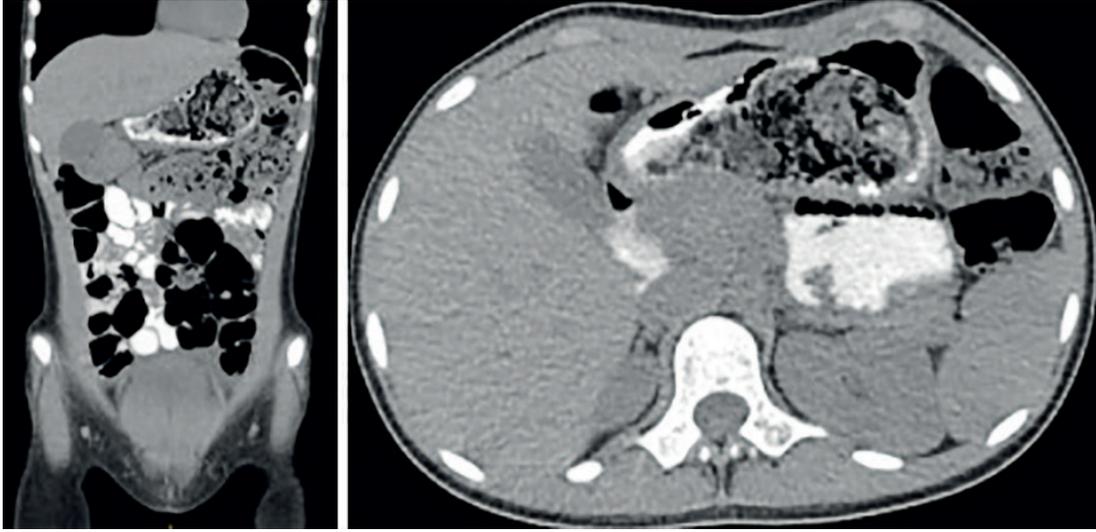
Tomografía computarizada donde se observa la cámara gástrica distendida con una masa confluyente, heterogénea y de aspecto indeterminado. Fuente: elaboración propia.
